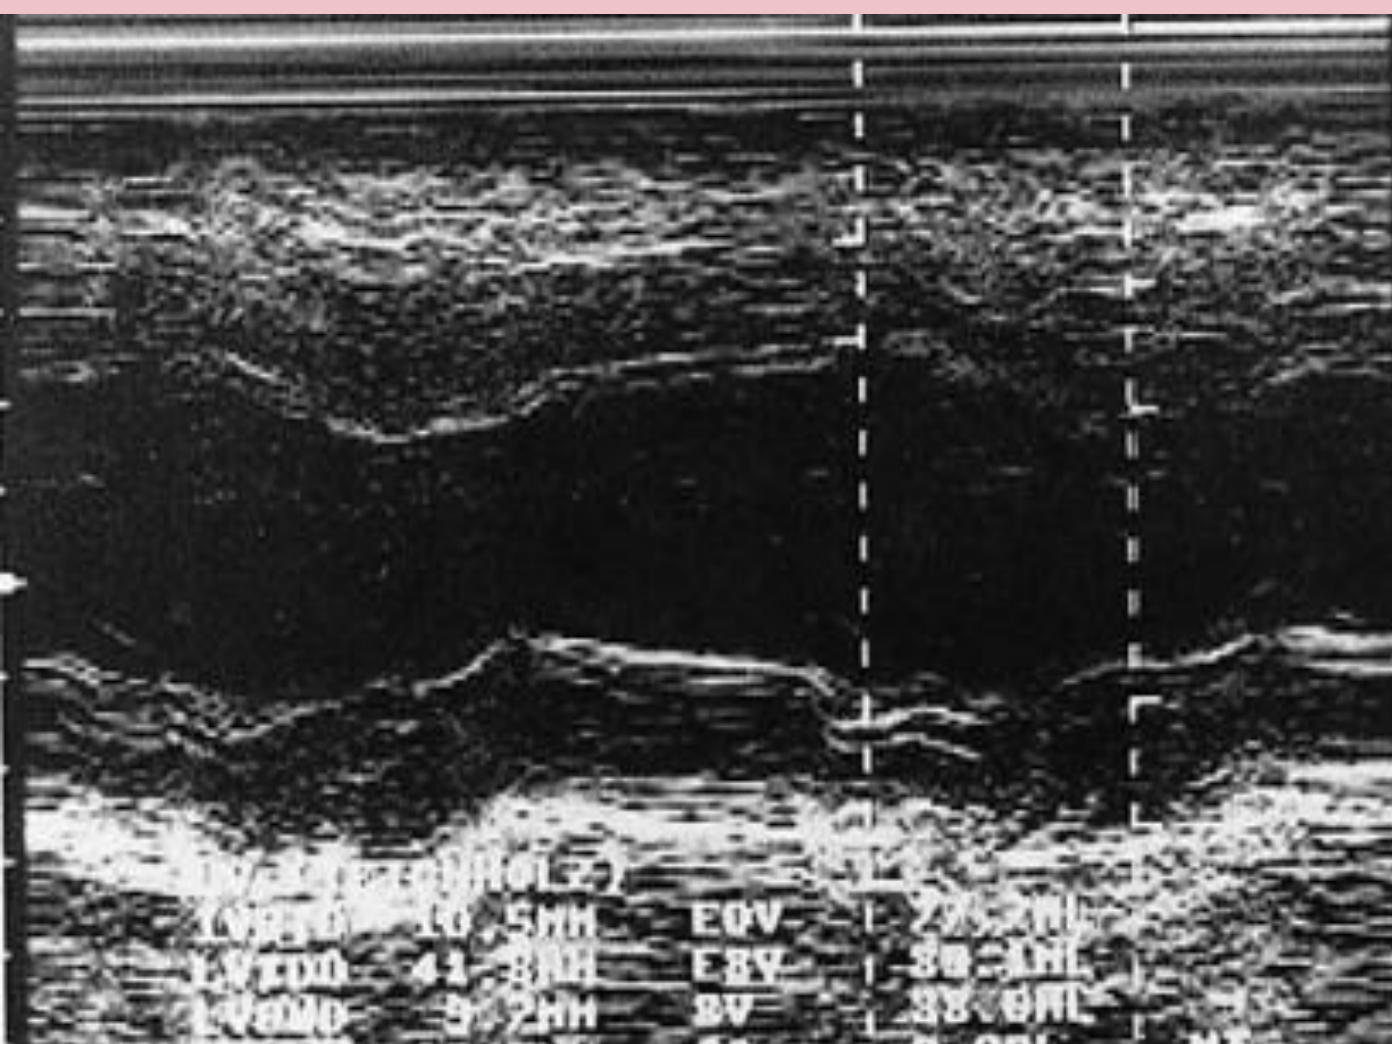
échographie cardiaque après 3 mois du traitement
